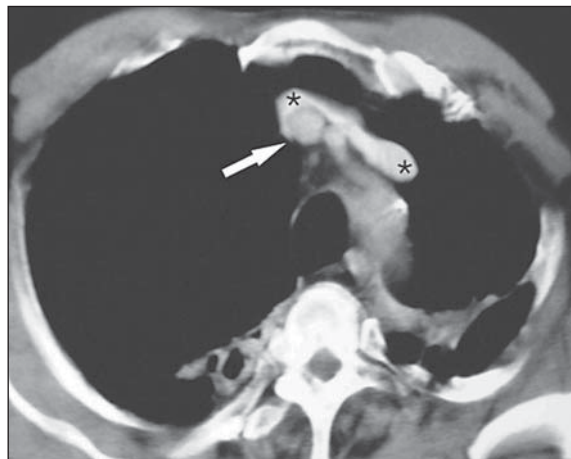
Tomografia computadorizada convencional (10 mm), corte axial no nível do arco aórtico, com contraste endovenoso revela as veias braquiocefálicas direita e esquerda (asteriscos). Tronco arterial braquiocefálico (seta).
